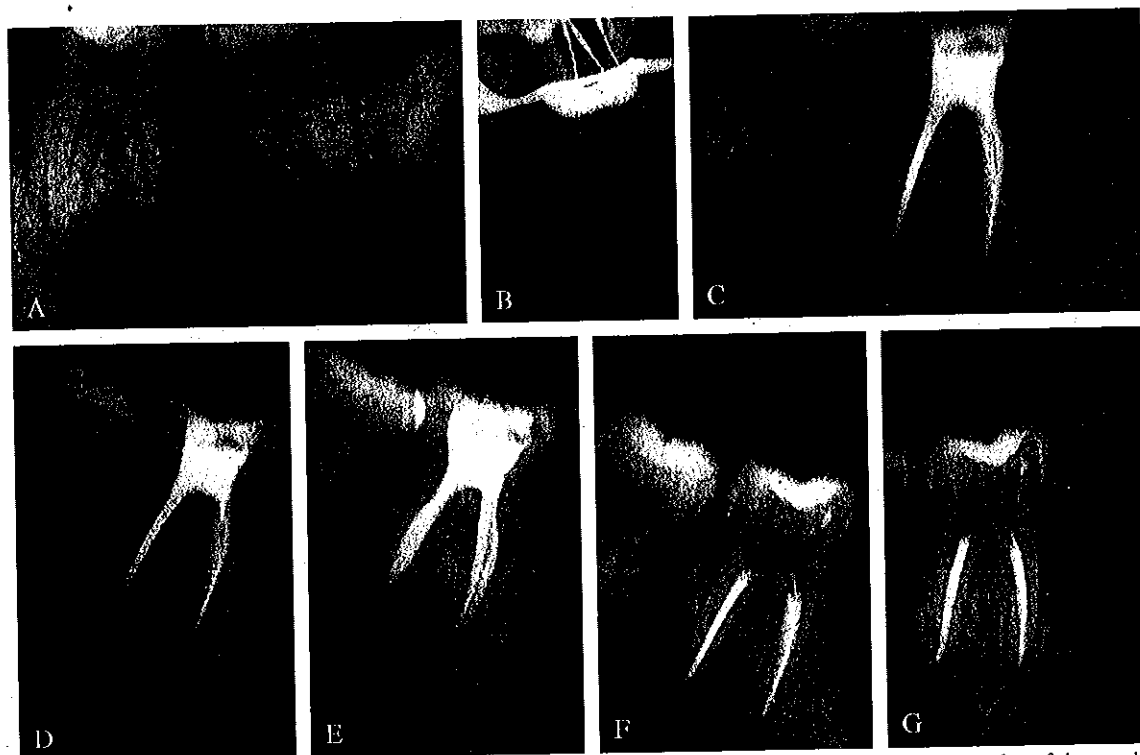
A) Radiography of large periradicular lesion of endodontic origin against 36; B) radiography of the working length of 36 after isolating the surgical field with a rubber dam and run the correct opening of the pulp chamber after removal of the coronal interference; C) final radiograph after performing root canal therapy; D) radiographs at a distance of 6 months; E) radiographs at a distance of 12 months; F) radiographs at a distance of 24 months; G) radiographs at a distance of 10 years.
